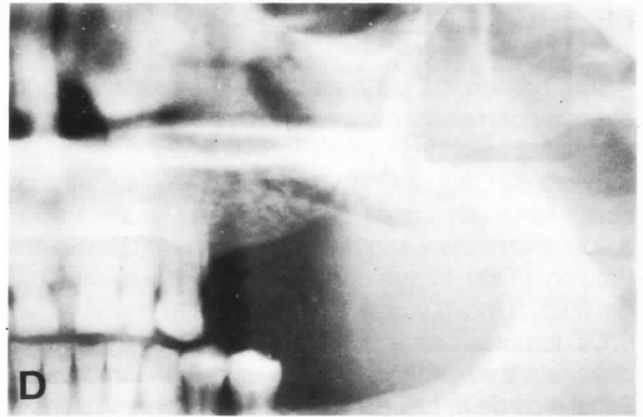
Detalle de la ortopantomografía realizada al año de la intervención. Existe trabeculado óseo normal en el lecho quirúrgico.
